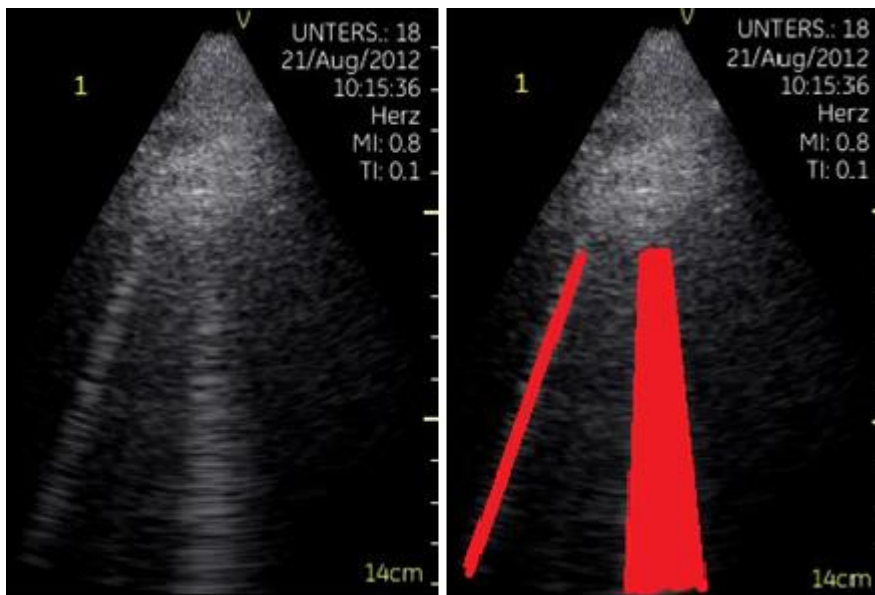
Sonographie mit zwei B-Linien
